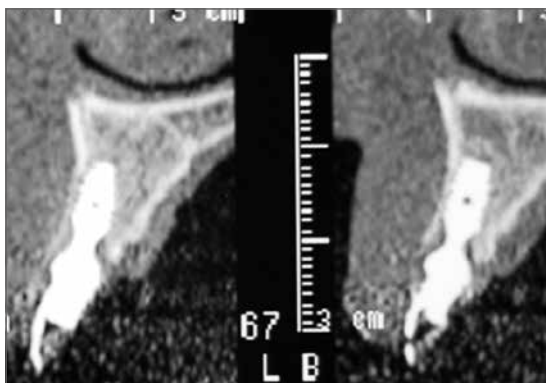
Dettaglio TAC che illustra il corretto inserimento degli impianti.
